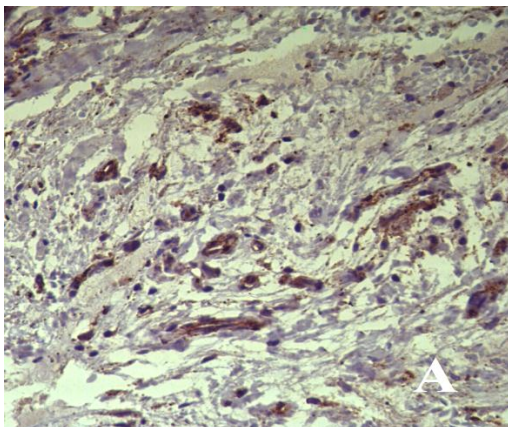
Expressão de células VEGF positivas no revestimento endotelial de pequenos capilares em secção de granuloma periapical (A). Expressão de células VEGF positivas localizadas ao redor da luz de pequenos capilares em secção de granuloma piogênico (B). Imuno-histoquímica, anti-VEGF, 400X.
